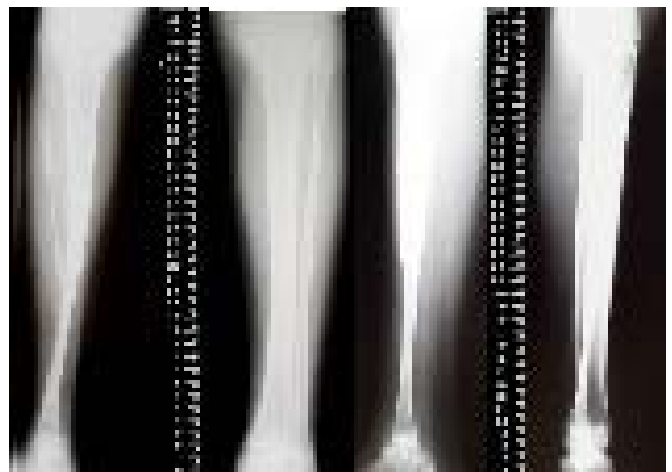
Radiografias tiradas no pós-operatório de nove meses
